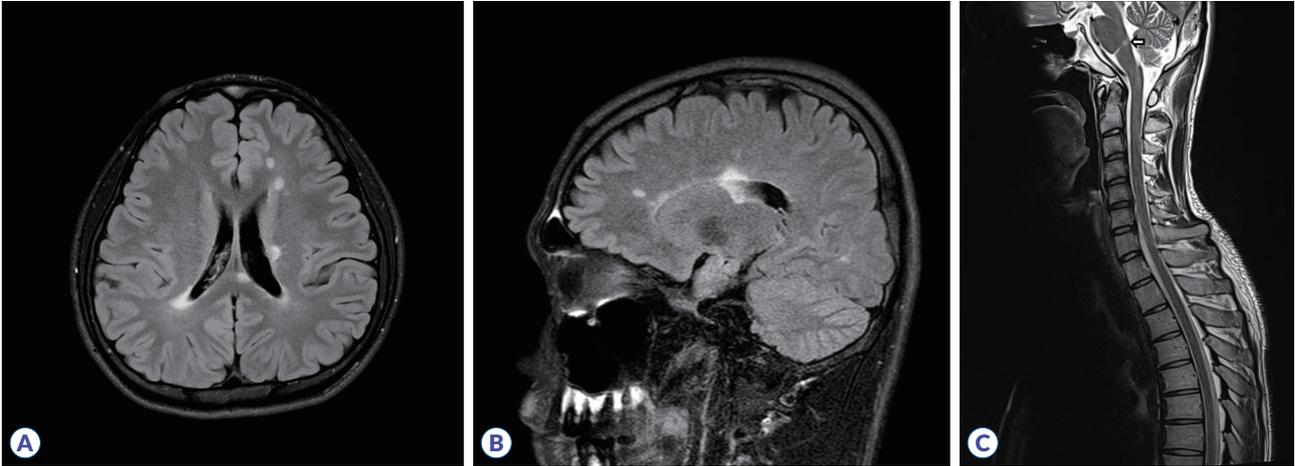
Brain and spinal cord MRI. (A) Axial T2-weighted fluid-attenuated inversion recovery (FLAIR) image shows high-signal lesions in the juxtaventricular and periventricular white matter. (B) Sagittal T2-weighted FLAIR image shows high-signal lesions in the corpus callosum. (C) Sagittal T2-weighted image shows a high-signal lesion at the pontomedullary junction level (arrow).
